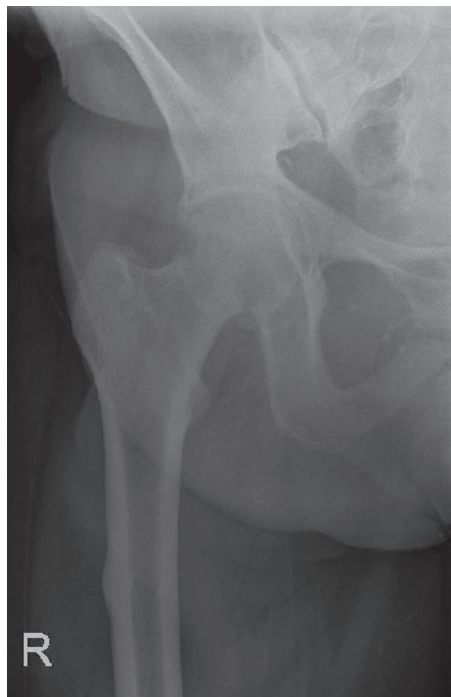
Radiographie du bassin en incidence antéro-postérieure cinq mois avant l'admission. Moitié droite de la vue d'ensemble du bassin avec épaississement de la corticale au niveau de la face latérale de la diaphyse fémorale proximale droite.
